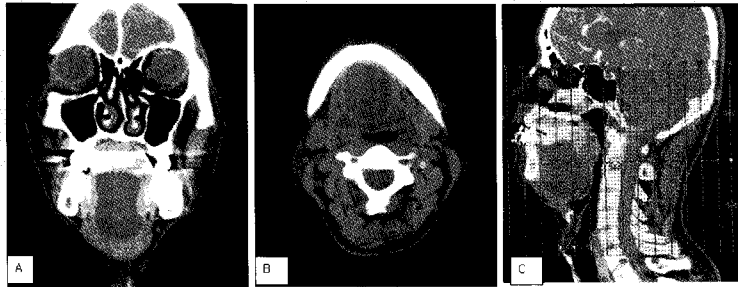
A and B preoperative coronal & axial contrast enhanced CT scan of case shows a large cystic mass in floor of mouth. CT scan showing a large hypodense non enhancing mass between the genioglossus and mylohyoid muscles. C. Patient's chin looks like double chin due to size and location of cyst, and the mass compressed oropharyngeal airway space in mid-sagittal CT view.
